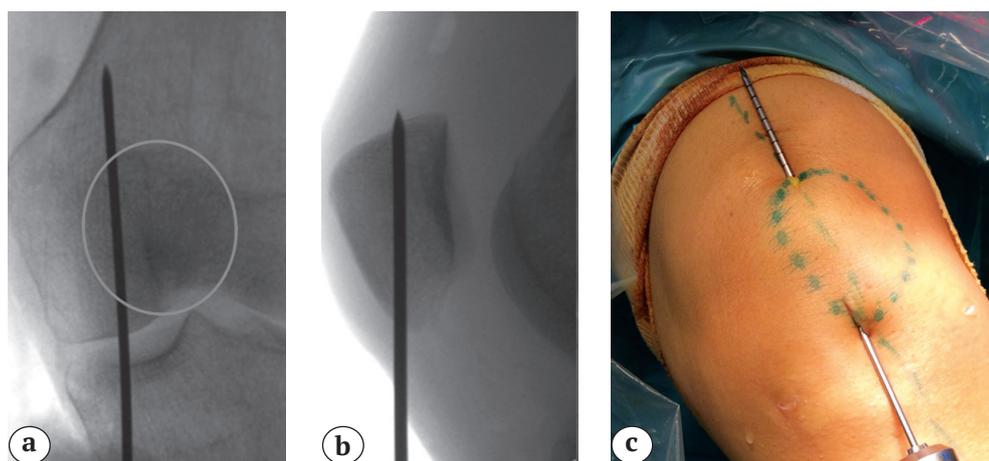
Формирование канала в надколеннике: а — положение спицы на рентгенограмме в коронарной проекции; б — в сагиттальной проекции; с — через медиальную треть надколенника проведена спица
